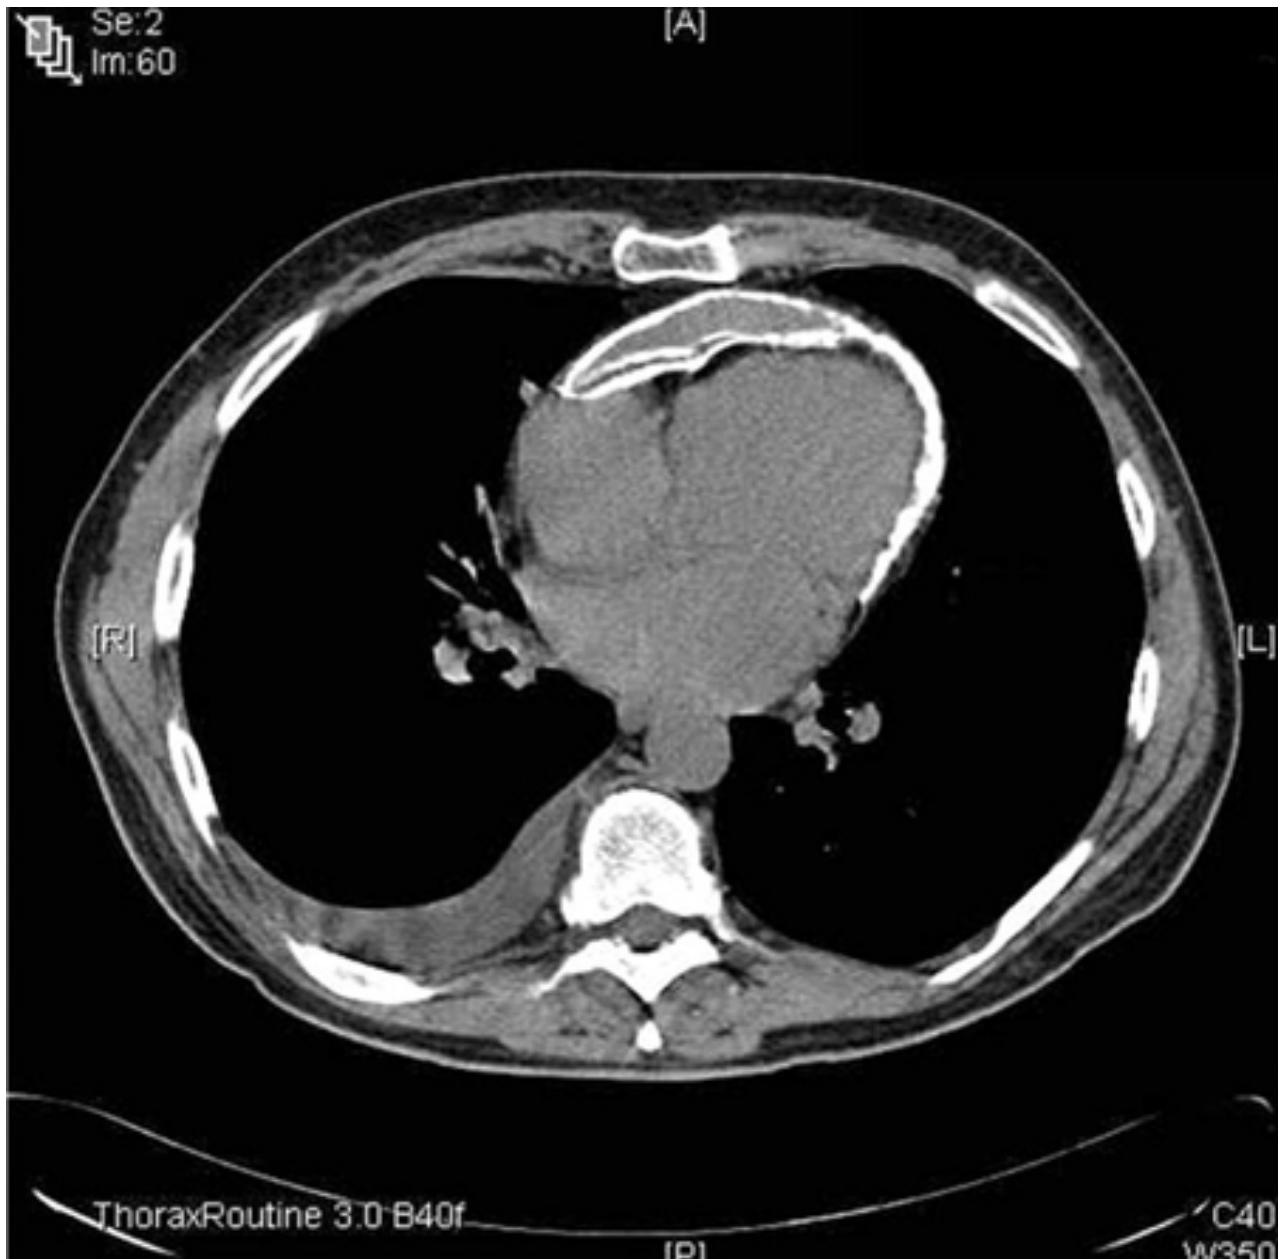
Tomografia computadorizada (TC) do tórax mostrando uma camada dupla de calcificação pericárdica em um paciente do sexo masculino de 56 anos de idade com pericardite constritiva idiopática com calcificações
